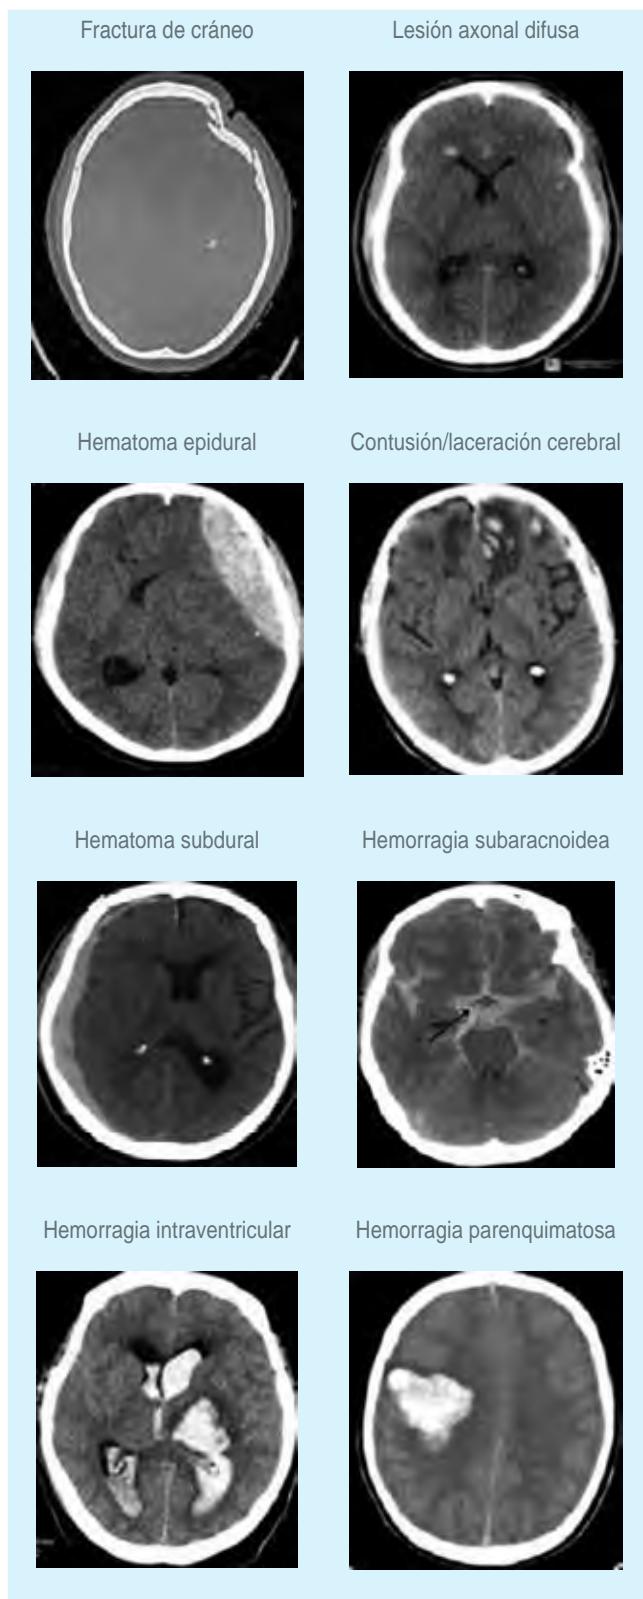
Imágenes de tomografía axial computarizada de las diversas formas de lesión cerebral traumática.
